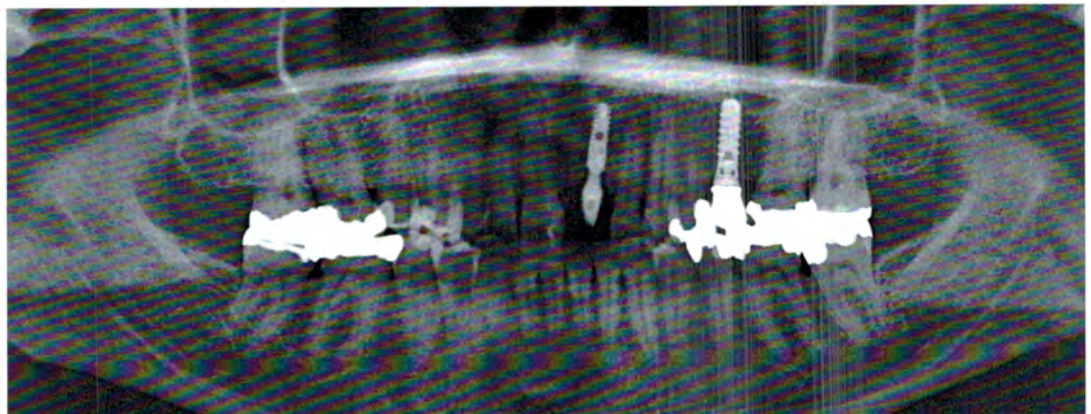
Röntgenkontrollaufnahme nach Eingliederung des individuellen Abutments mit gut erkennbarem periimplantärem Knochniveau
